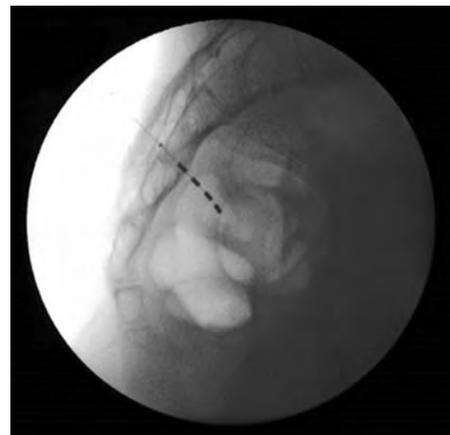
Röntgengezielte Elektrodenpositionierung
